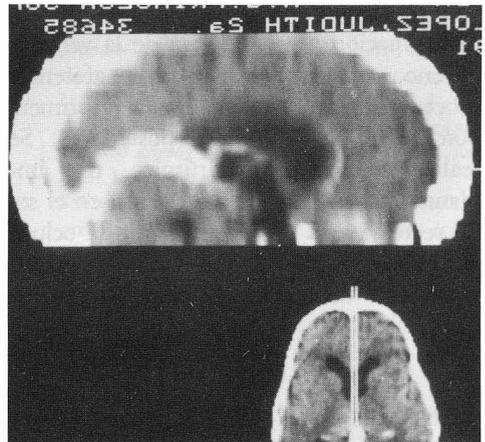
TAC craneal con contraste: zona captadora dilatada a nivel de la vena de Galeno y seno recto
